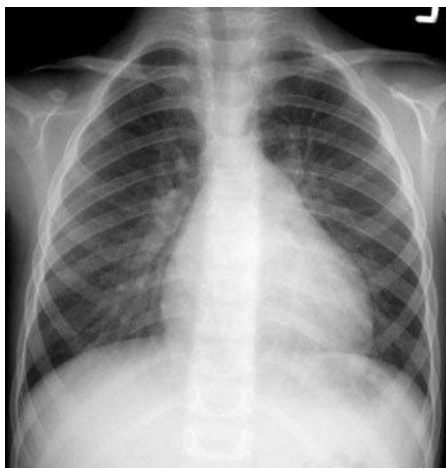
Рентгенограма серця при дефекті міжпередсердної перетинки з легеневою гіпертензією (збільшення правого шлуночка, легеневої артерії)
